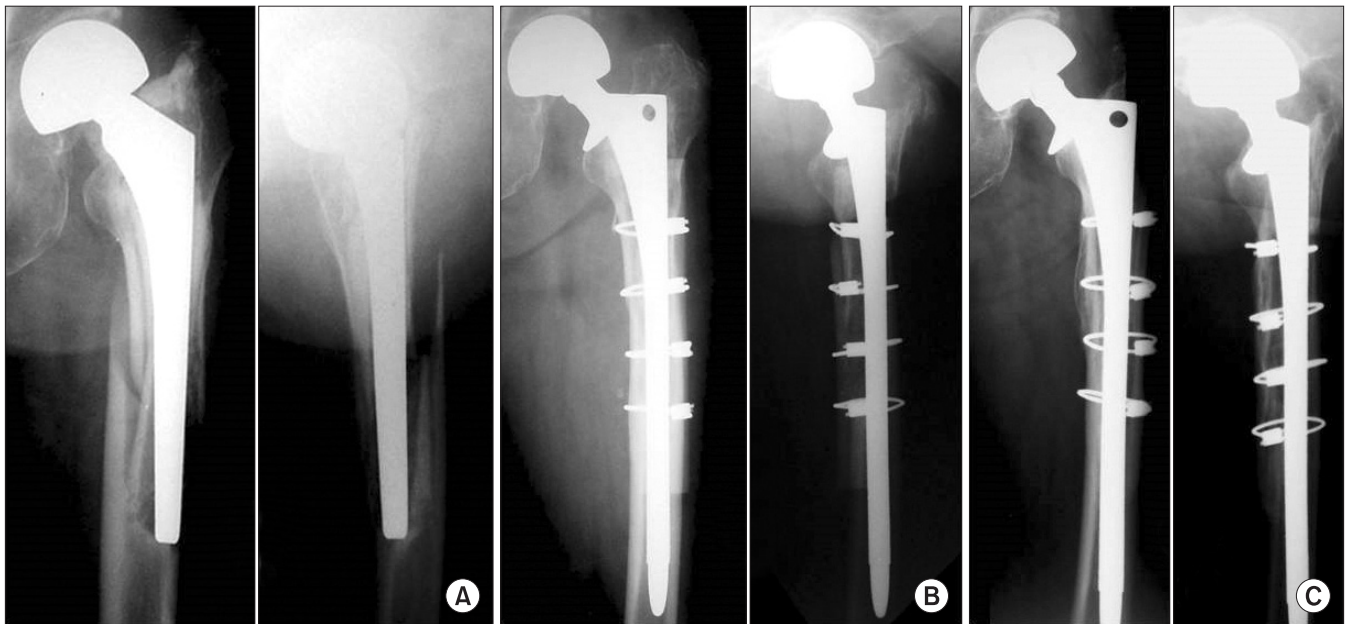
Vancouver type B2 fracture: stem revision with onlay bone graft. Radiographs of a 74-year-old female with a Vancouver type B2 fracture. (A) The post-traumatic radiographs. The femoral stem had been sunken down remarkably. The fracture pattern was unstable; oblique fracture line with butterfly fragment. This patient had relatively fair bone stock. (B) The immediate postoperative radiographs. Supplementary fixation anterior to the fracture site with onlay bone graft and cables were needed. An extensively porous coated curved stem (8 inches, Solution, Depuy) was used. (C) The radiographs at the latest follow-up. Eight years after the operation, fracture was healed and the graft was successfully integrated.
